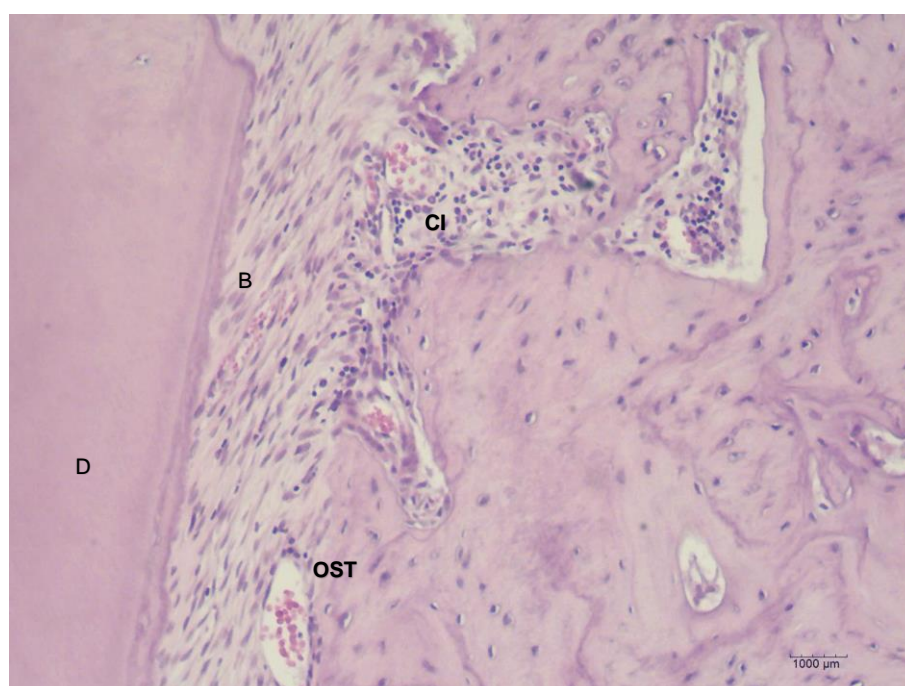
Lado de tensão do grupo 2 aos 3 dias. (D) dentina, (TC) tecido conjuntivo mais denso, com fibroblastos fusiformes, (OST) presença de tecido osteoide, que indica início da neoformação óssea, (CI) células inflamatórias Hematoxilina & Eosina, x10).
